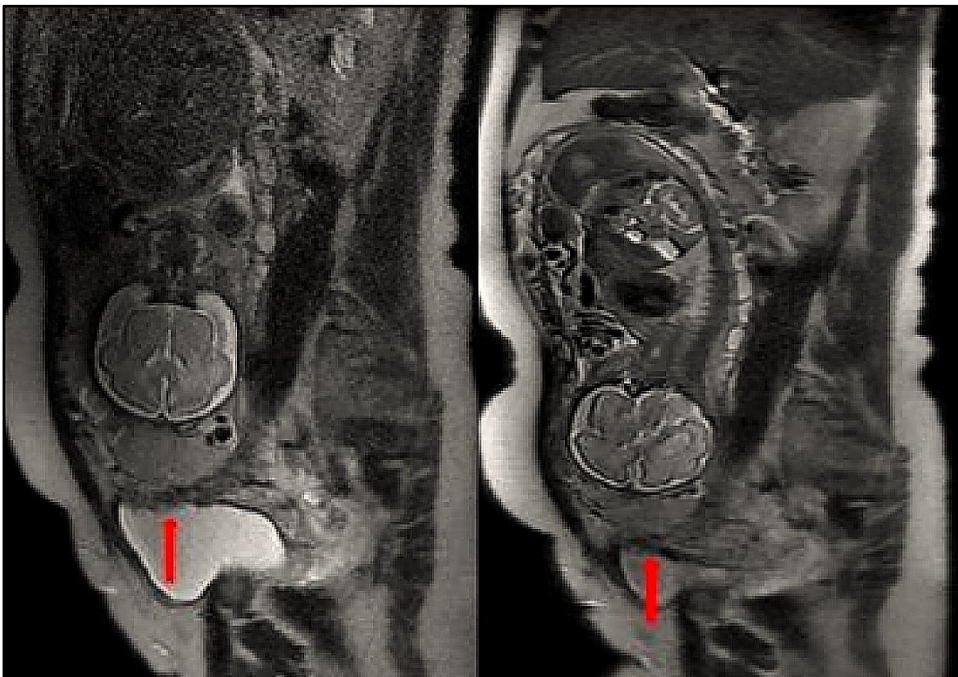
IRM : Séquence T2, coupe sagittale, service de radiologie de Fès, perte de l'hyposignal de l'interface vessie-séreuse utérine avec extension du tissu placentaire à la vessie en flèche (forme percreta). (Service de radiologie CHU Hassan II)
